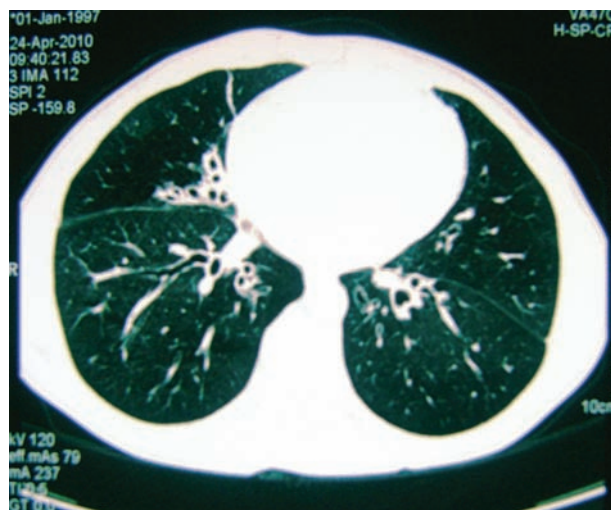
Компьютерная томография легких ребенка М.П. от 2010 г.
